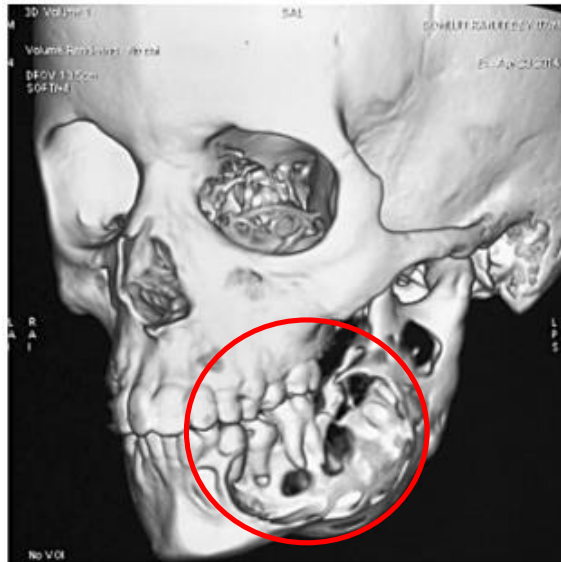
Tomografía computarizada tridimensional preoperatoria de un varón de 18 años que muestra una lesión expansiva que afecta la región del ángulo izquierdo y la rama con expansión cortical
